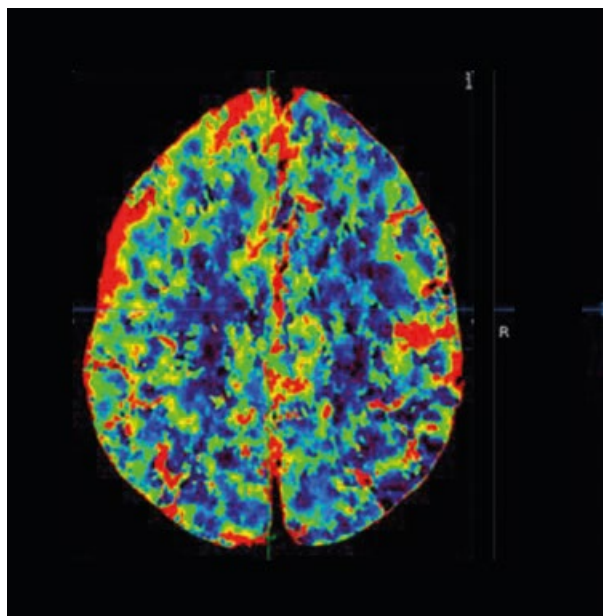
Перфузионная карта CBV (слева) и CBF (справа) этого же пациента через 3 месяца после лучевой терапии. В левой теменной доле в зоне очага, обнаруженного при МРТ (рис. 3), гиперперфузии не наблюдается.
